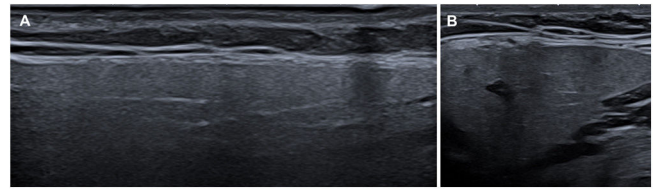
A) Ecografía de glándula parótida normal (grado 0) en un corte longitudinal con contornos bien definidos. No se observan áreas hipoeoicas, calcificaciones ni bandas parenquimatosas. B) Ecografía normal de glándula submandibular (grado 0) en un corte axial de ecogenicidad homogénea, no se observan áreas hipoeoicas ni calcificaciones.
